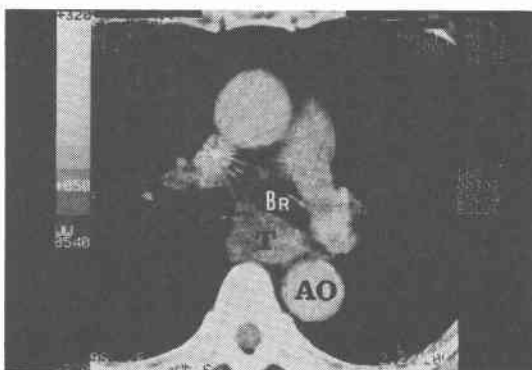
左主気管支へわずかに外科的浸潤のあった(A₃)症例：CT上、左主気管支(BR)に対し、軽度の圧排と前方への偏位がみられ、浸潤ありと評価できなかった。
